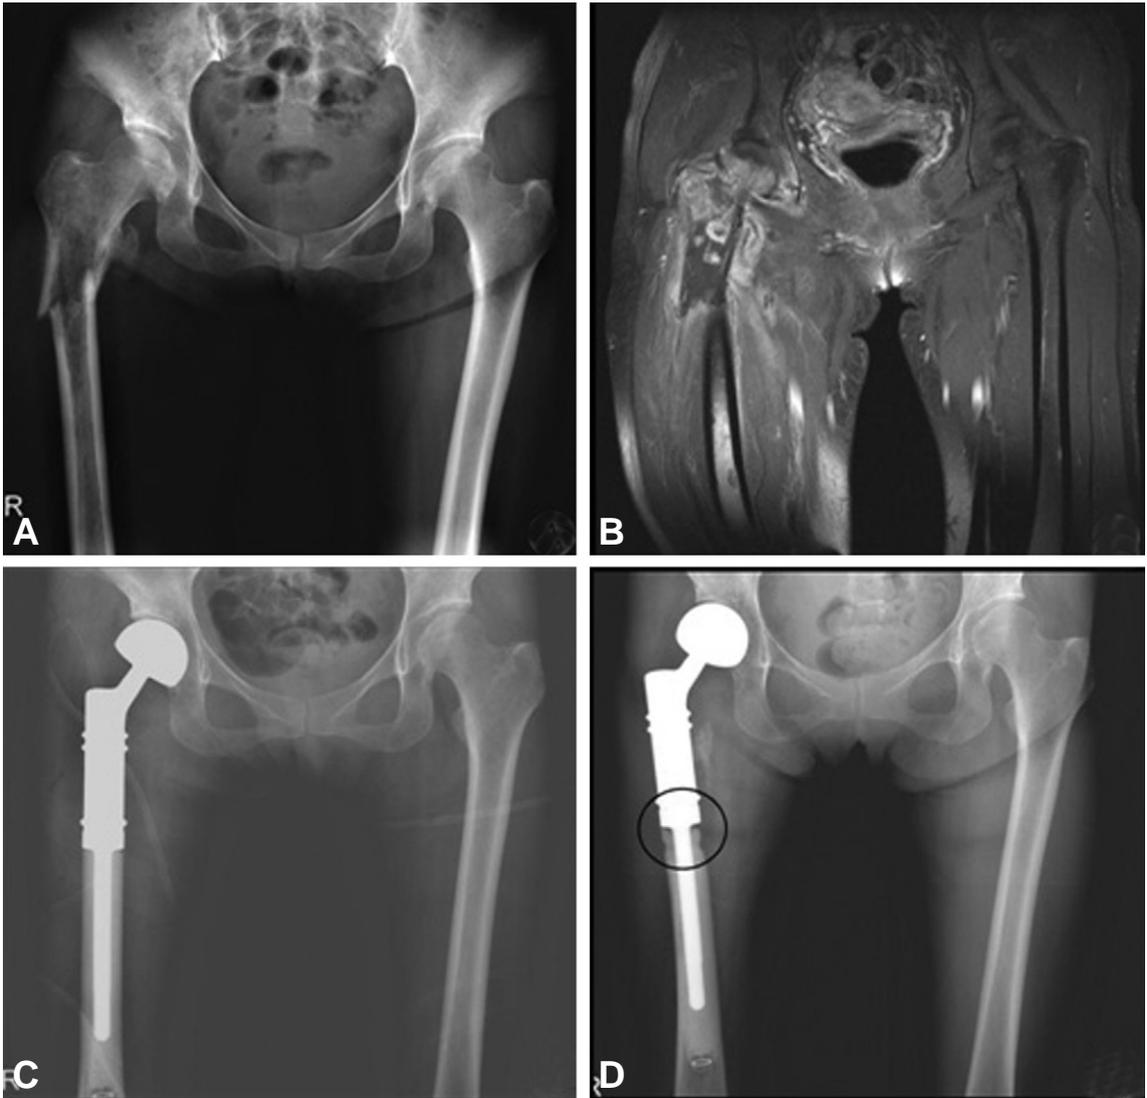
(A) 42 years old female with breast cancer had subtrochanteric pathologic fracture of her right femur. (B) T1-weighted coronal image showed extensive involvement of metastasis around fractured site. Metastasis extended from femoral head to femoral diaphysis below fracture site. (C) Marginal resection and bipolar hemiarthroplasty with tumor prosthesis was performed. (D) A postoperative 6 months radiograph showed osteolytic lesion(black circle) at junction of bone and femoral stem which suggested local recurrence.
